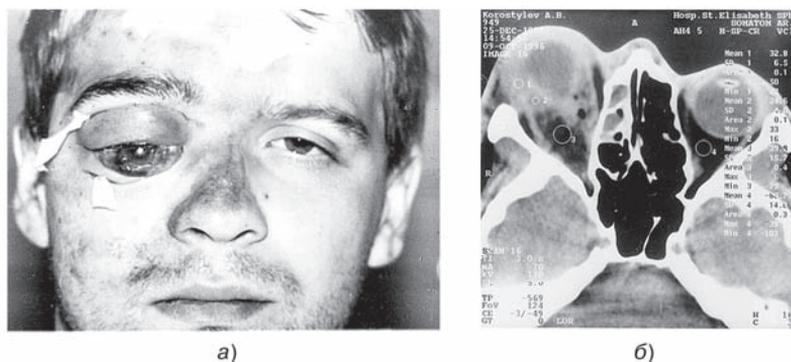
Флегмона правой глазницы: *а* — внешний вид больного; *б* — компьютерная томограмма того же больного в коронарной проекции (*горизонтальная плоскость*): резкий экзофтальм, повышение плотности вороночной клетчатки, снижение воздушности передних ячеек решетчатой пазухи.
